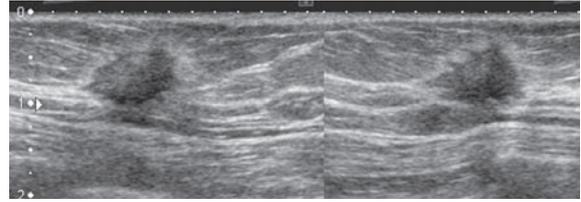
不整低エコー腫瘤、境界部不明瞭ハロを伴う、内部エコー均質、後方エコーやや減弱、前方境界線の断裂あり、カテゴリ5、推定組織型；硬癌
